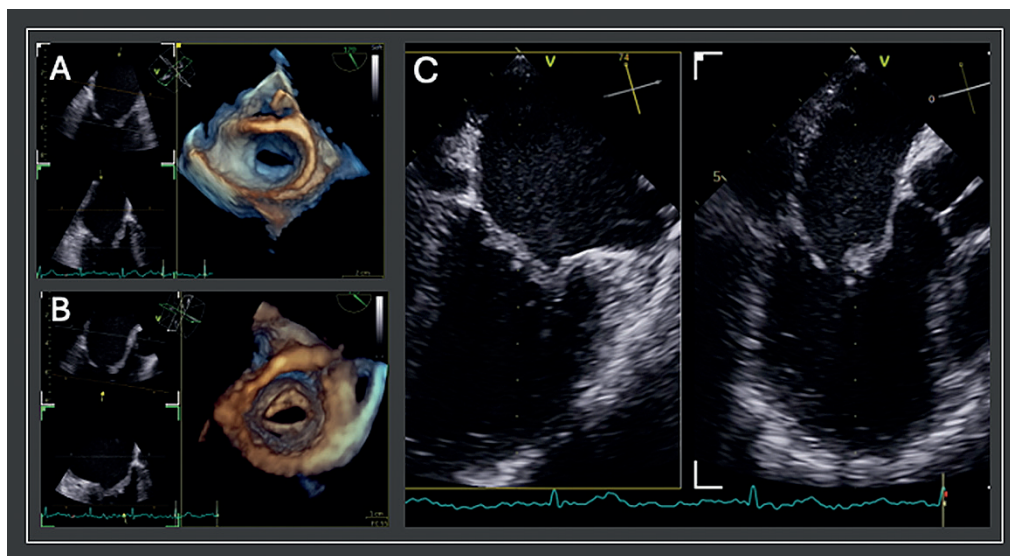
Imagem obtida através de ecocardiografia transesofágica tridimensional, representando uma valva mitral com anatomia reumática favorável para valvotomia percutânea com balão. (A) Vista em face tridimensional atrial evidenciando fusão comissural simétrica, com área valvar reduzida. (B) Vista em face tridimensional ventricular, com típica restrição de mobilidade posterior e ausência de calcificação subvalvar significativa. (C) Reconstrução multiplanar (Multi-D) integrando cortes ortogonais para avaliação complementar da valva mitral.
